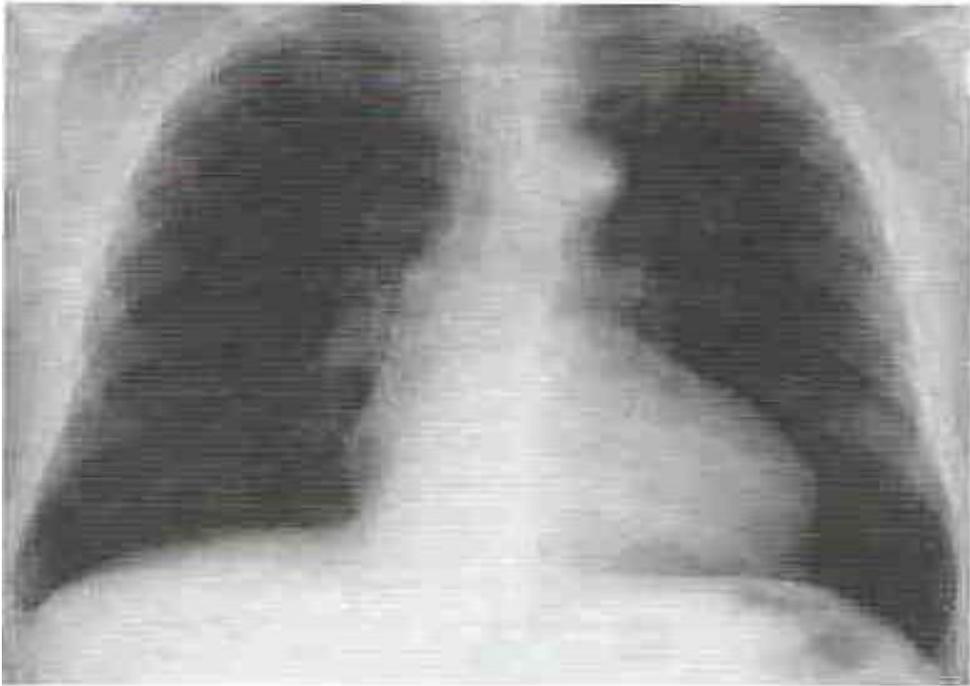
Рентгенограмма органов грудной клетки у пациента с гипертоническим сердцем. Отмечается увеличение ЛЖ, расширение восходящей аорты и дуги аорты.
